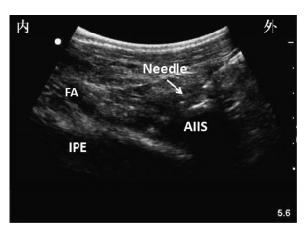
超声引导髋关节囊周围神经阻滞(箭头所示为神经阻滞针)
